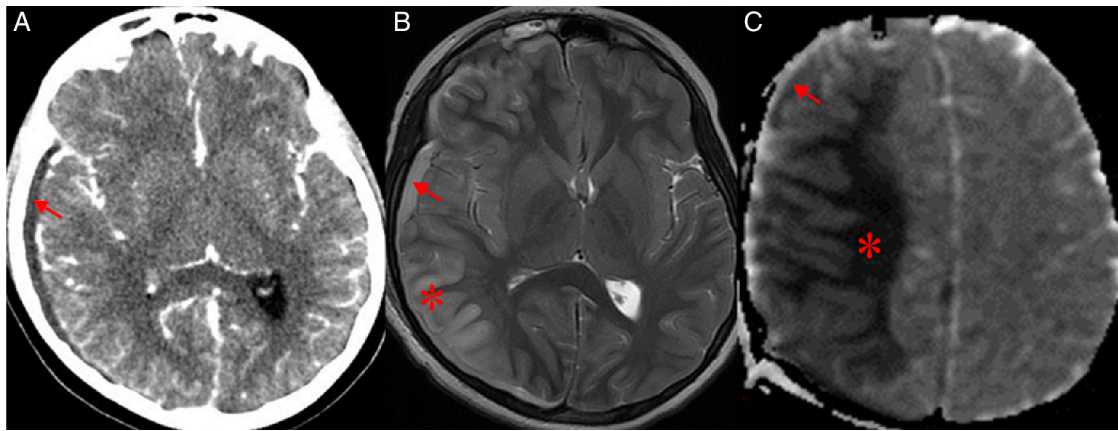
Paciente varón de 15 años de edad, en tratamiento por sinusitis frontal. Aumento de las cefaleas. A) TC de cráneo con contraste que muestra un aumento del espacio extraaxial de semiología subdural en localización temporal derecha (flecha). B) RM cerebral. Axial T2 FSE que muestra una colección subdural de intensidad intermedia (flecha) y una extensa alteración de señal corticosubcortical frontotemporal derecha (asterisco), afectando a la ínsula. C) RM cerebral. Mapa ADC que muestra una restricción a la difusión de la colección extraaxial (flecha) en relación con empiema, y también en el parénquima cerebral, que indica cerebritis y edema citotóxico (asterisco).
